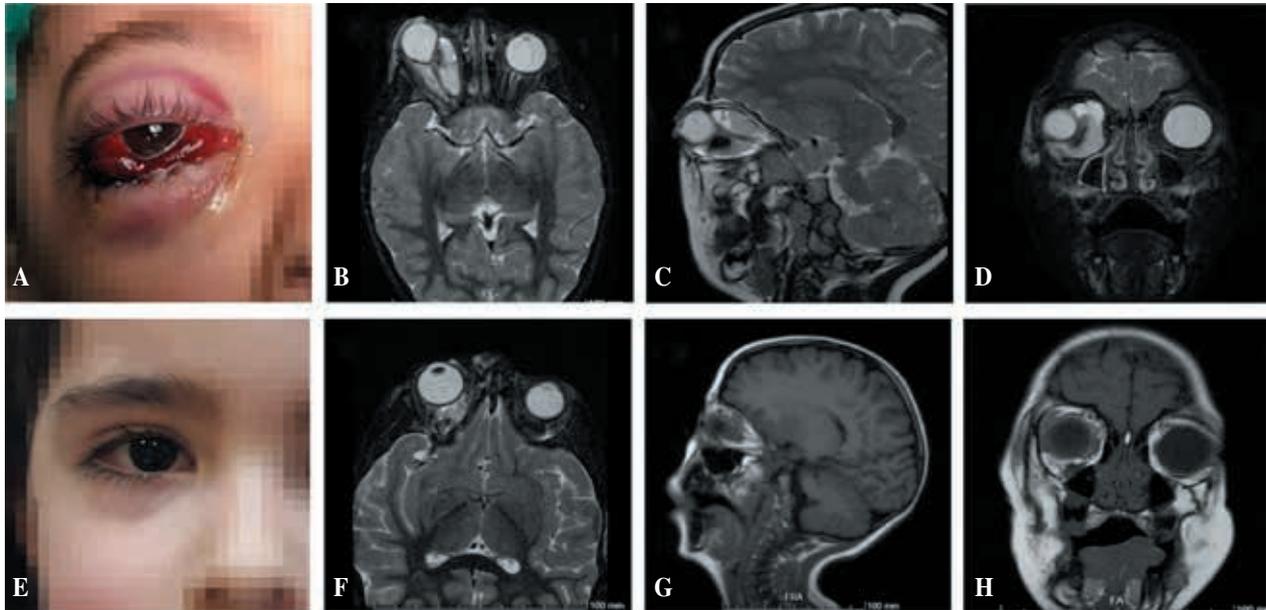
Malformación linfática microquistica retroorbitaria derecha. (Arriba) Imágenes antes de recibir tratamiento con sirolimus: A) Imagen de la lesión al debut, con 2 días de evolución. B, C y D) Cortes axial, sagital y coronal de resonancia magnética. (Abajo) Imágenes tras tratamiento con sirolimus: E) Imagen tomada 3 semanas después de iniciar tratamiento. F, G y H) Cortes axial, sagital y coronal de resonancia magnética tras una semana de tratamiento.
